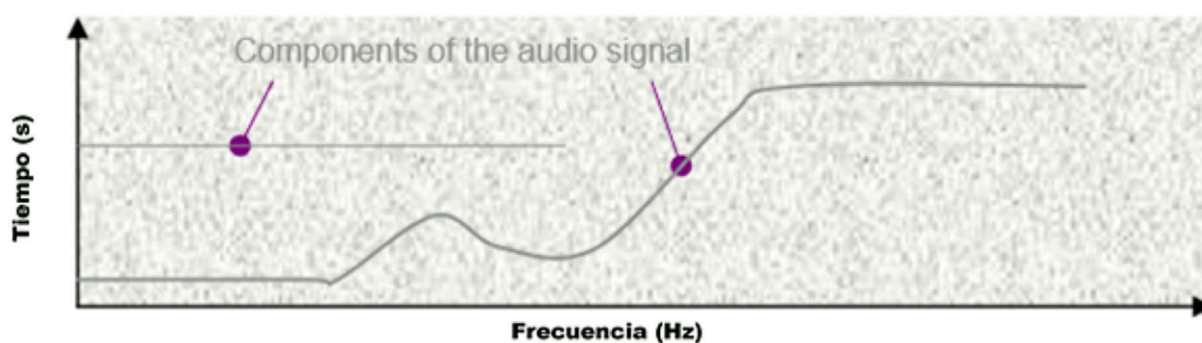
Sonograma de los motores en los instantes finales
